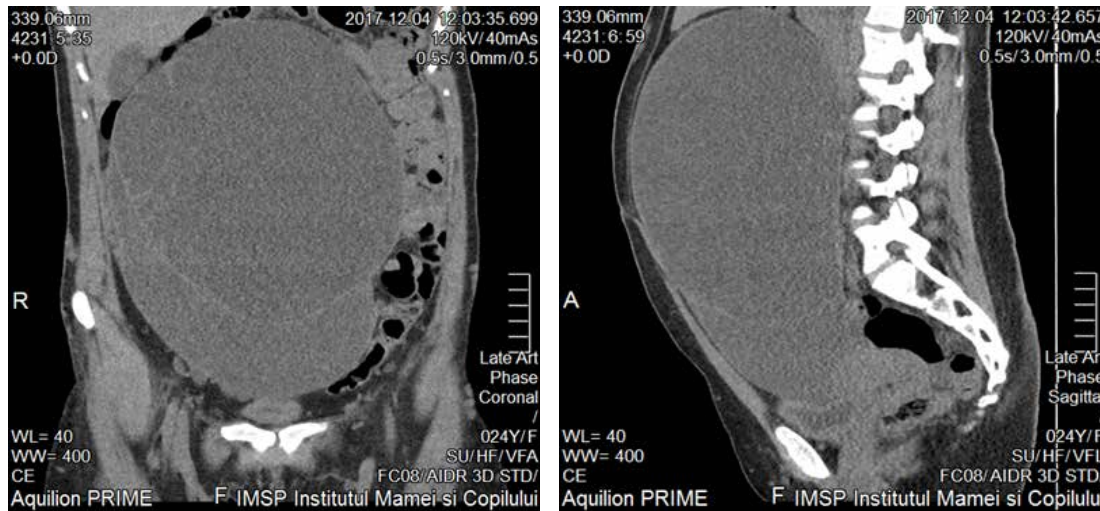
Tomografie computerizată (A) proiecție frontală (B) proiecție sagitală: formațiune chistică, septată a cavității abdominale 24.8x18.3x12.6 cm
